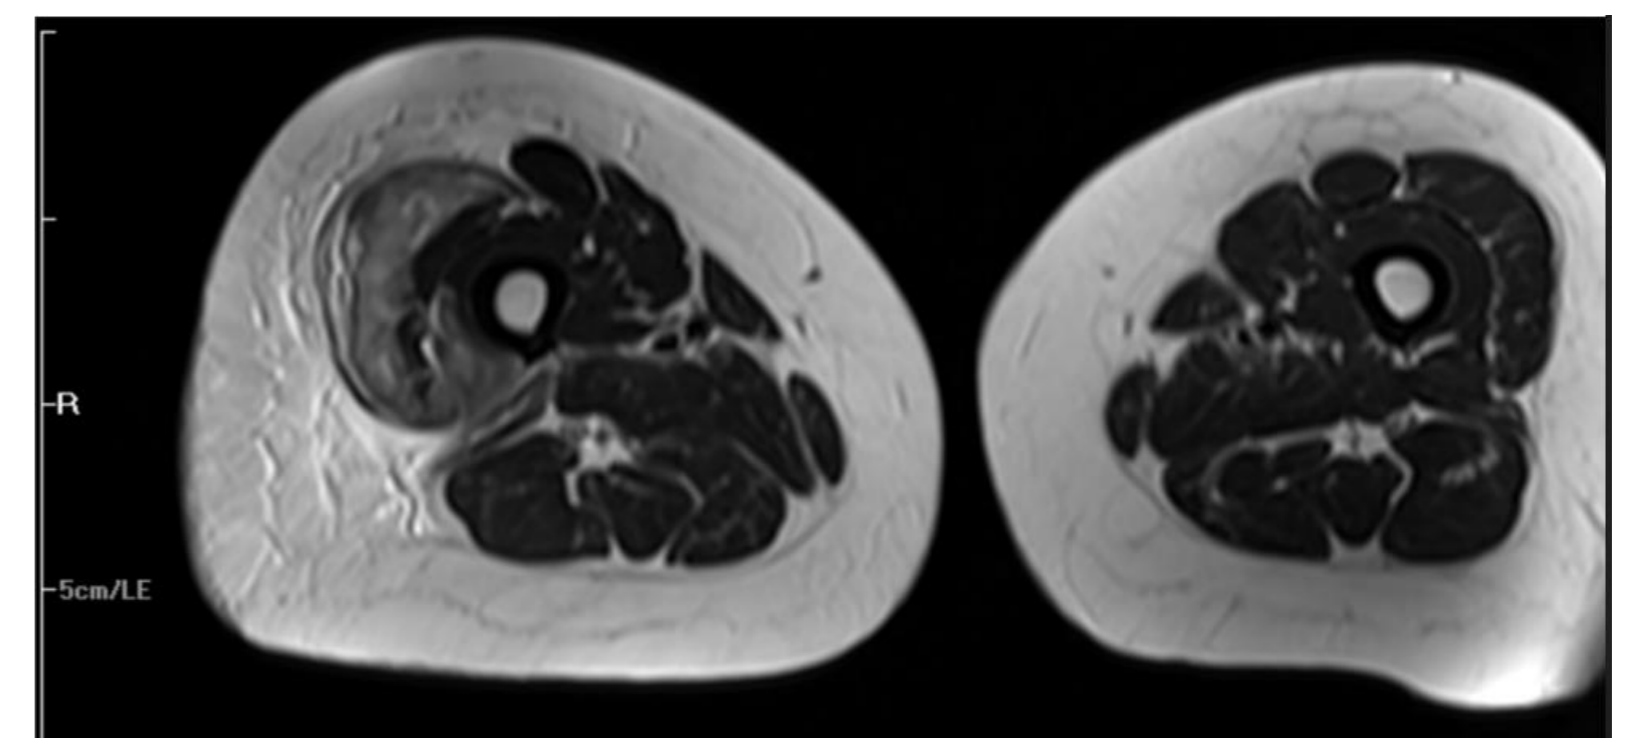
IRM musculaire de notre patiente
